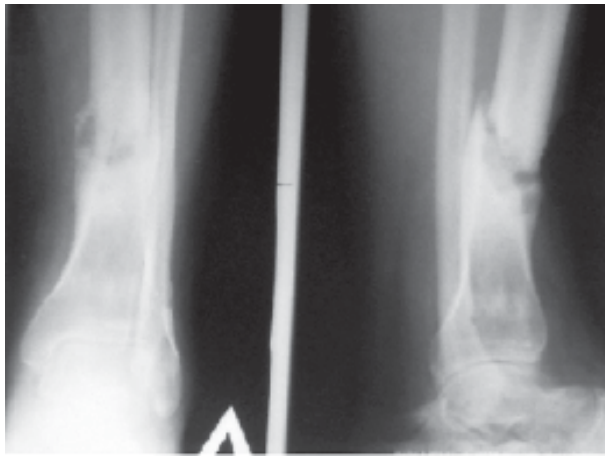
Пациент П. Рентгенограмма области перелома: образовался ложный сустав.
